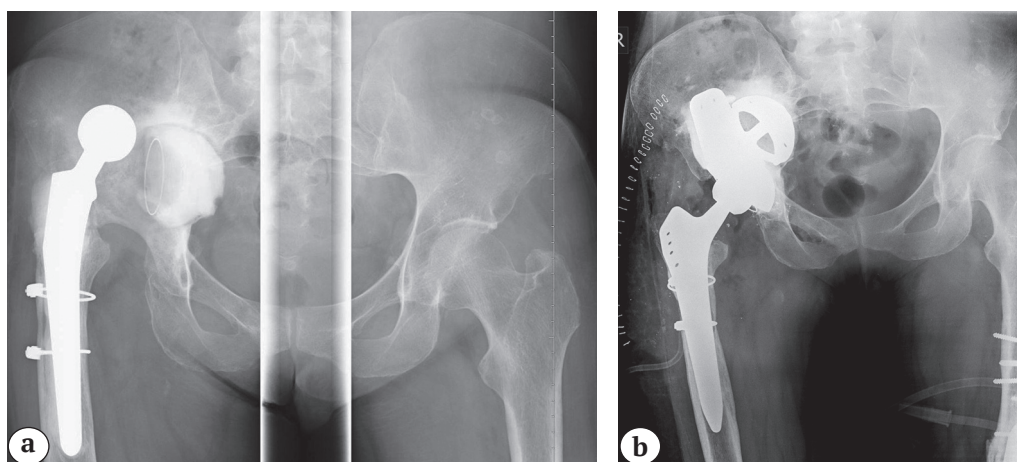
Рентгенограммы таза пациентки: перед операцией ревизионного эндопротезирования правого ТБС с установкой ацетабулярных аугментов (а); после операции (b)
